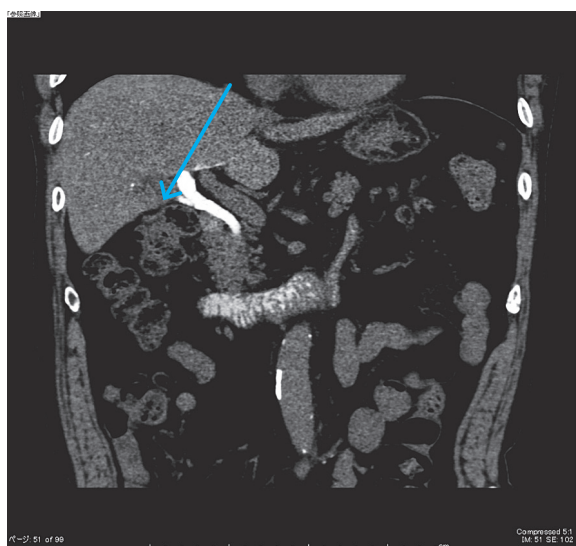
a. DIC-CTで胆嚢は同定できず、胆嚢管と思われる構造が肝 S5腫瘍に連続し、造影剤途絶していた。
